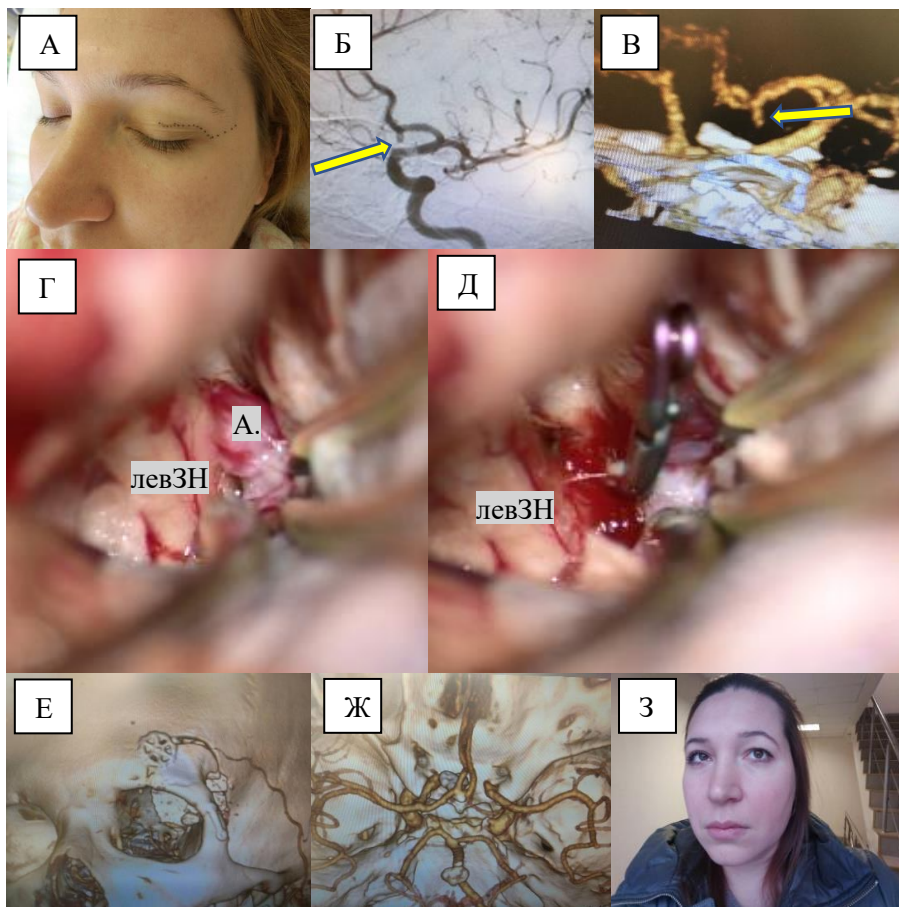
Клинический пример. Клипирование неразорвавшейся аневризмы ПСА у пациентки 37 лет (И/б №87885/17). А — Маркировка кожного разреза по естественной складке верхнего века слева. Б – Церебральная ангиография, визуализирована аневризма ПСА нижнего расположения (стрелка). В - КТ-ангиография, диагноз верифицирован. Г – Микрохирургический этап, выделена аневризма ПСА. Д - сосудистый клипс наложен на шейку аневризмы; А. – аневризма, левЗН – левый зрительный нерв. Е – КТ с 3D-реконструкцией, передне-латеральная проекция. Ж - КТ-ангиография - послеоперационный контроль. З – косметический исход, фотография пациентки через 2 месяца после операции. Пациентка дала письменное согласие на публикацию фотографии в материалах исследования.
